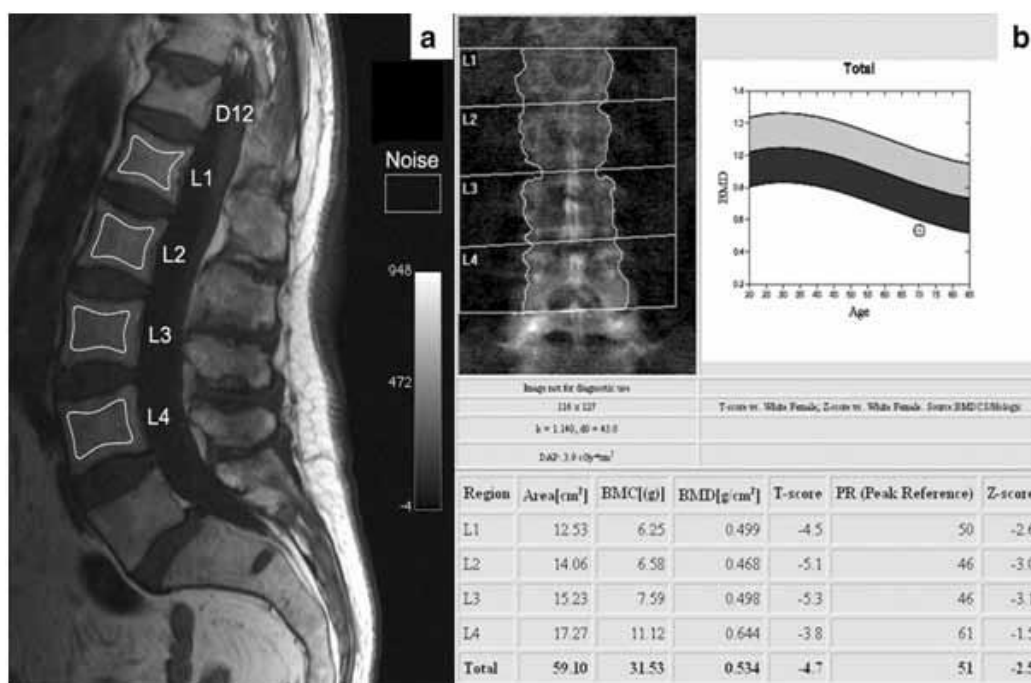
Exemple d'une image de l'IRM lombaire.
